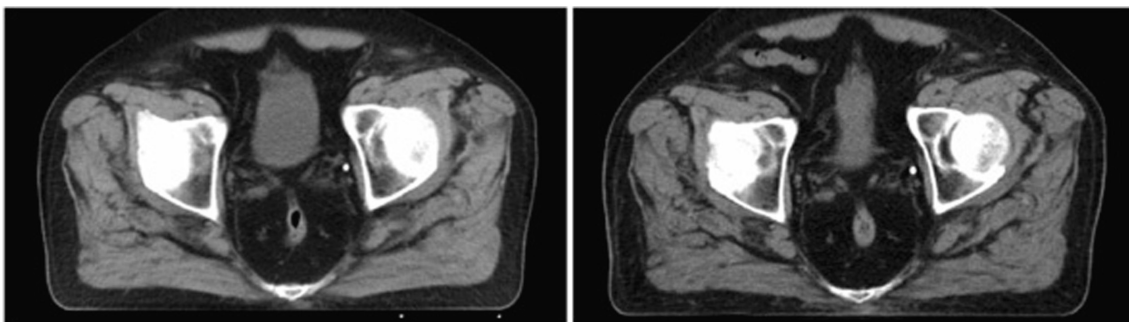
КТ-сканы пациента с полным и опорожненным мочевым пузырем
